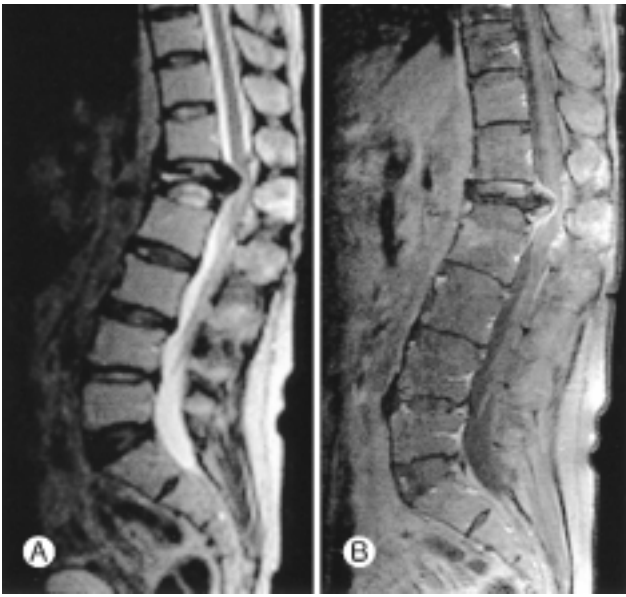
The lumbar MRI before the operation.
